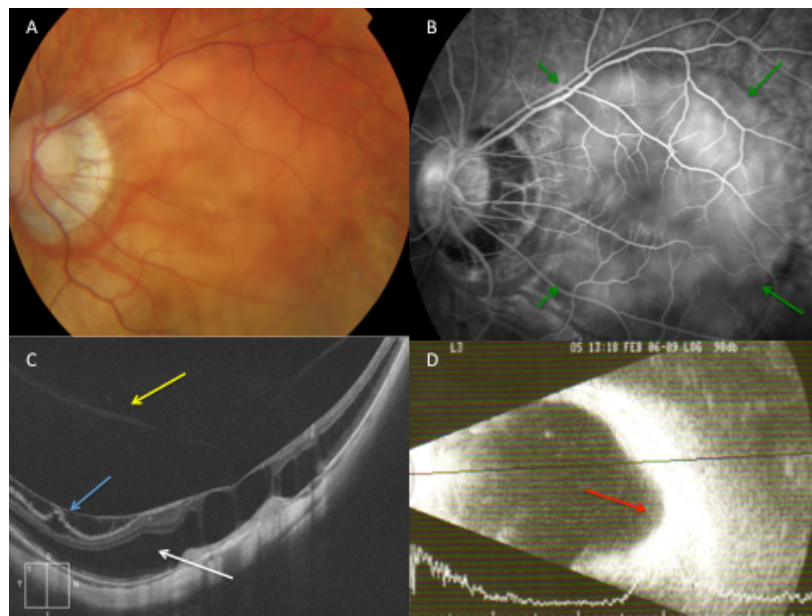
Maculopatía miópica traccional: estafiloma posterior. Mujer de 59 años con pérdida de agudeza visual en ojo izquierdo de meses de evolución A, Retinografía del ojo izquierdo atrofia peripapilar con estafiloma posterior; B, AGF: se aprecia los bordes del estafiloma (flecha verde); C, OCT: estafiloma posterior con tracción vitreoretiniana (flecha amarilla), desprendimiento de membrana limitante interna (flecha azul) y foveosquias (flecha blanca); D, Ecografía: se evidencia la deformidad de la pared posterior del globo ocular (flecha roja).
